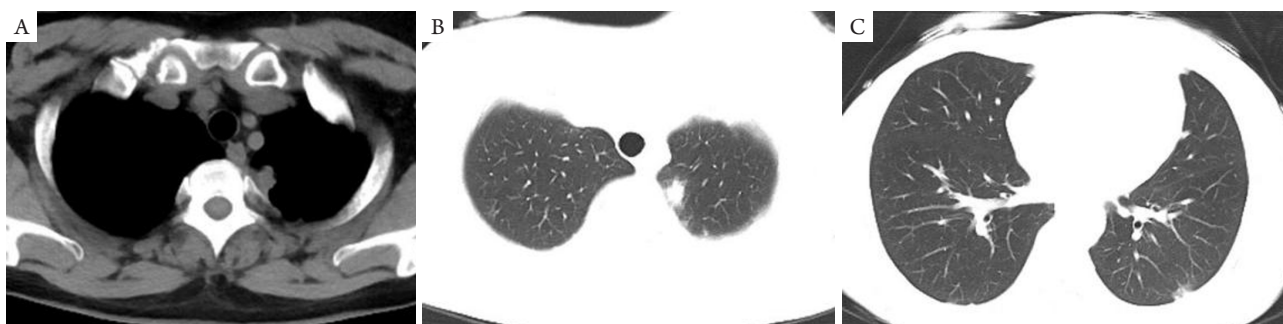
胸部平扫CT示双侧胸膜局部增厚, 左上、左下胸膜明显增厚呈结节状, 左下胸膜较前新发, 考虑转移可能性大
